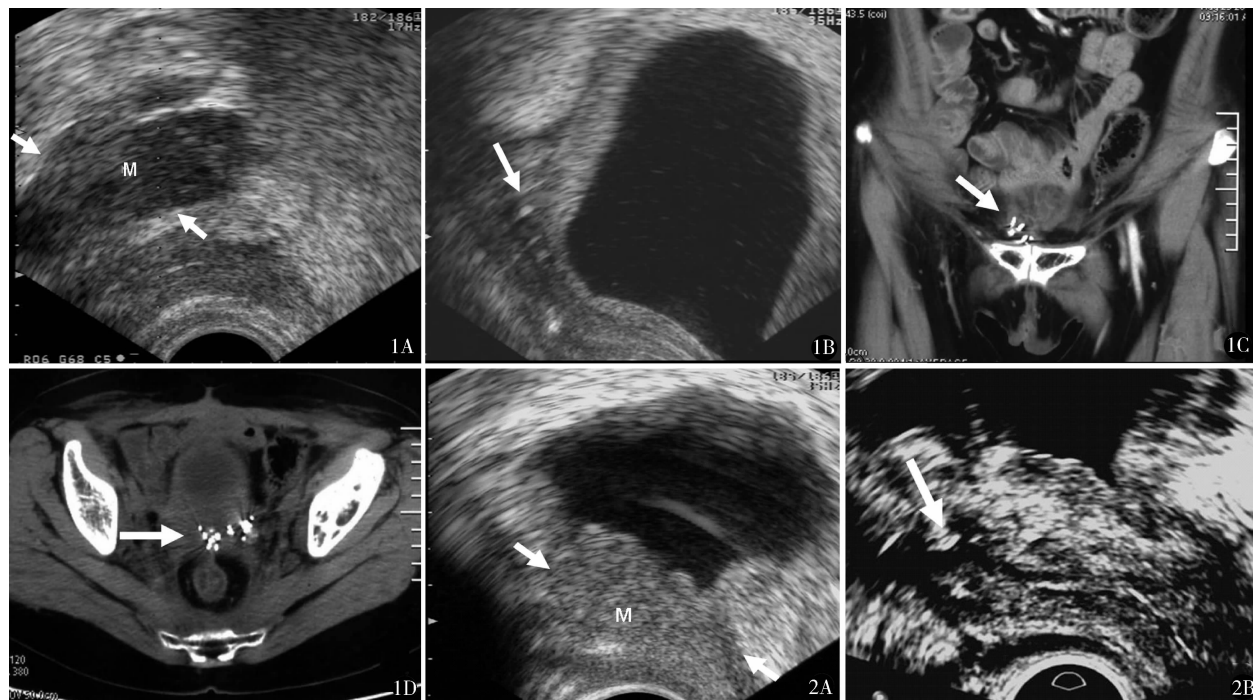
A. 子宫肉瘤复发,术前经直肠超声探查,可见阴道残端实性肿物 M (短箭头);B. 子宫肉瘤粒子植入术后 8 个月,膀胱后方肿物消失,局部隐约可见粒子回声(长箭头);C. 冠状面 CT 重建;D. 为横断面图像,图像显示膀胱后方肿物已显示不清,局部仅见粒子聚集(长箭头) 图 2 A. 宫颈癌复发,术前经直肠超声探查,可见阴道残端实性肿物 M (短箭头);B. 宫颈癌粒子植入术后 5 个月,肿物缩小一半以上,局部解剖结构显示较前清晰(长箭头)
